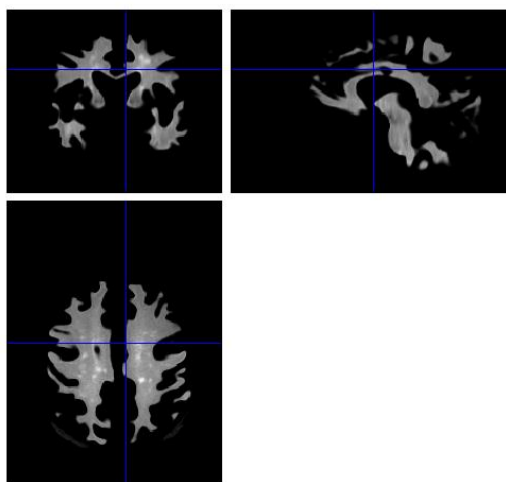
Sustancia Blanca de imagen FLAIR.
